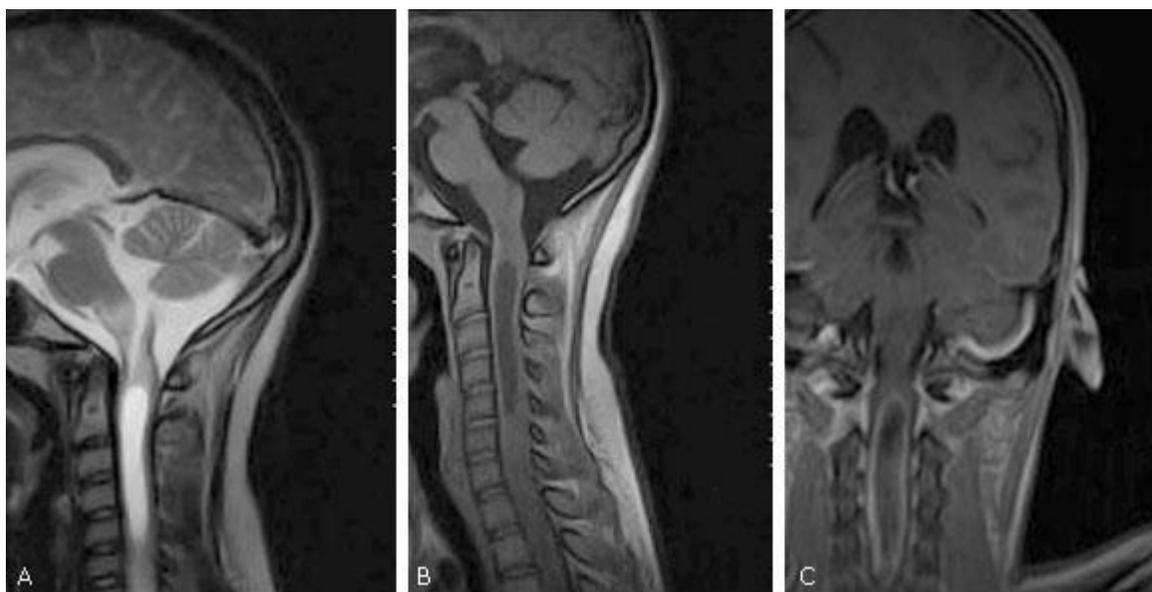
IRM de columna cervical. Imagen de lesión centromedular. A) Se visualiza hiperintensa en secuencias T2. B y C) La lesión es hipointensa en T1 con paredes bien delimitadas, que se extiende desde C1 hasta C5.
